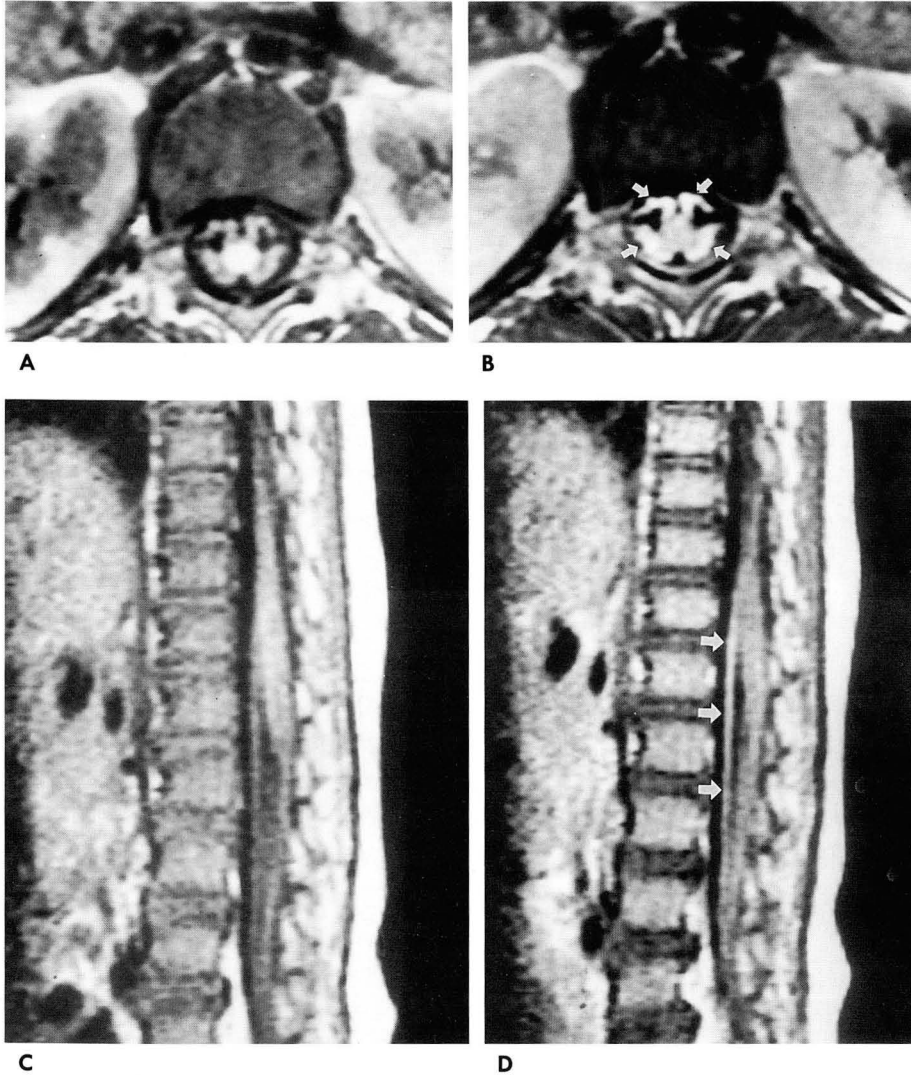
Case 1. T1-weighted axial and sagittal MRI before (A, C) and after (B, D) gadolinium injection. Strong even enhancement of thickened anterior and posterior nerve roots (white arrows) is seen on b and d.
